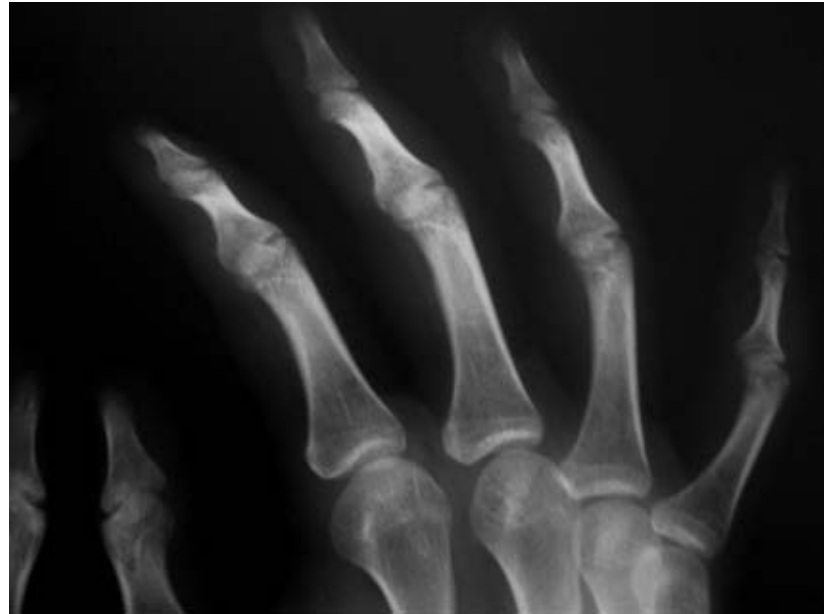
Radiografia da mão esquerda.
